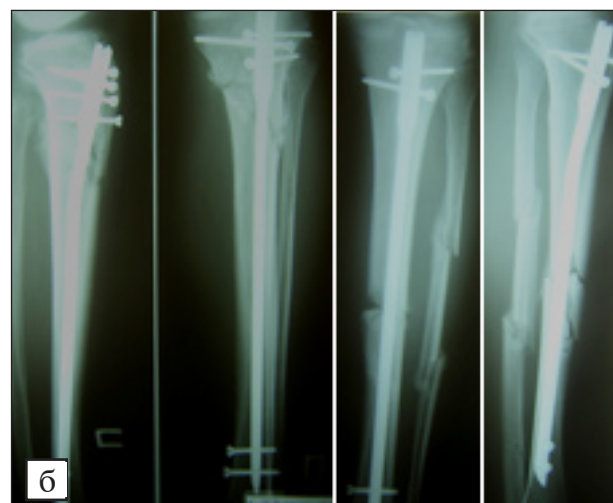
Рентгенограммы пациента М., 58 лет.
